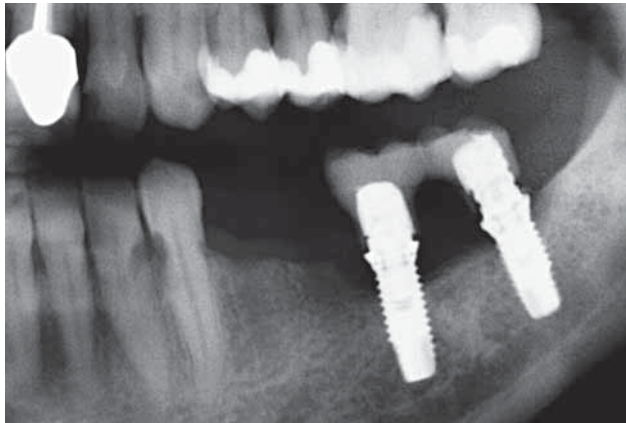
Orthopantomogram (OPT) vom 6.7.2004. Approximale Resorptionen der Zähne 32 und 33, die Zähne 34 und 35 wurden bereits extrahiert.
